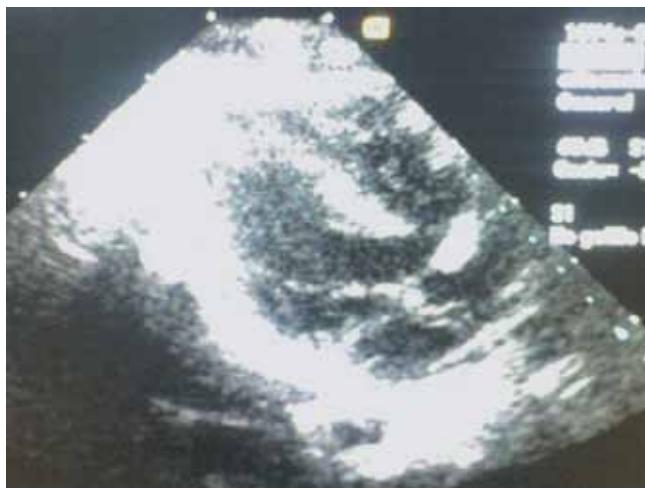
Ecocardiograma Doppler.
